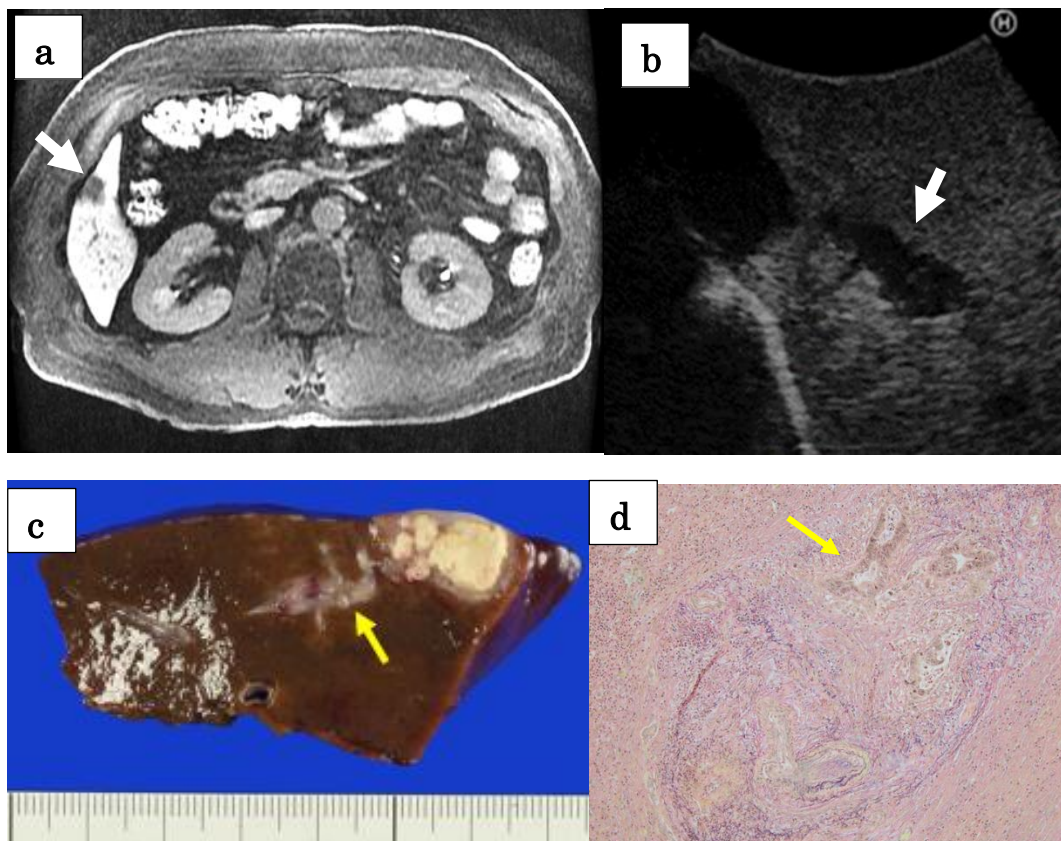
術中造影超音波検査で大腸癌肝転移のグリソン鞘浸潤が指摘された症例
